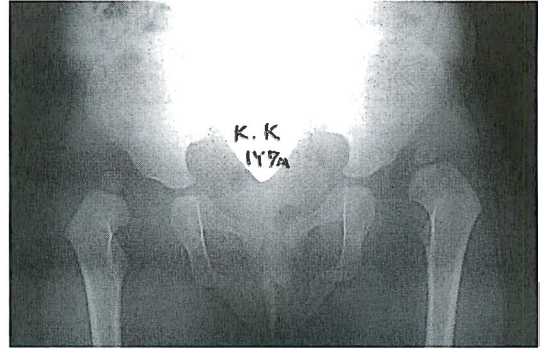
両側股関節脱臼の症例の仰臥位X線像
